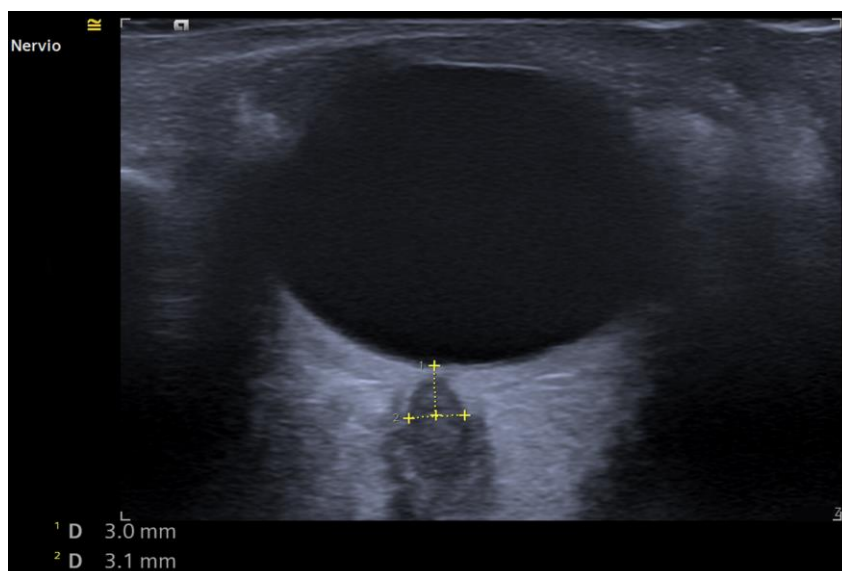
Ultrasonografía ocular con medición electrónica del DVNO. Medición estándar a 3 mm del borde de la retina entre las dos cruces horizontales. (Imagen de archivo de los autores con permisos para publicación).
